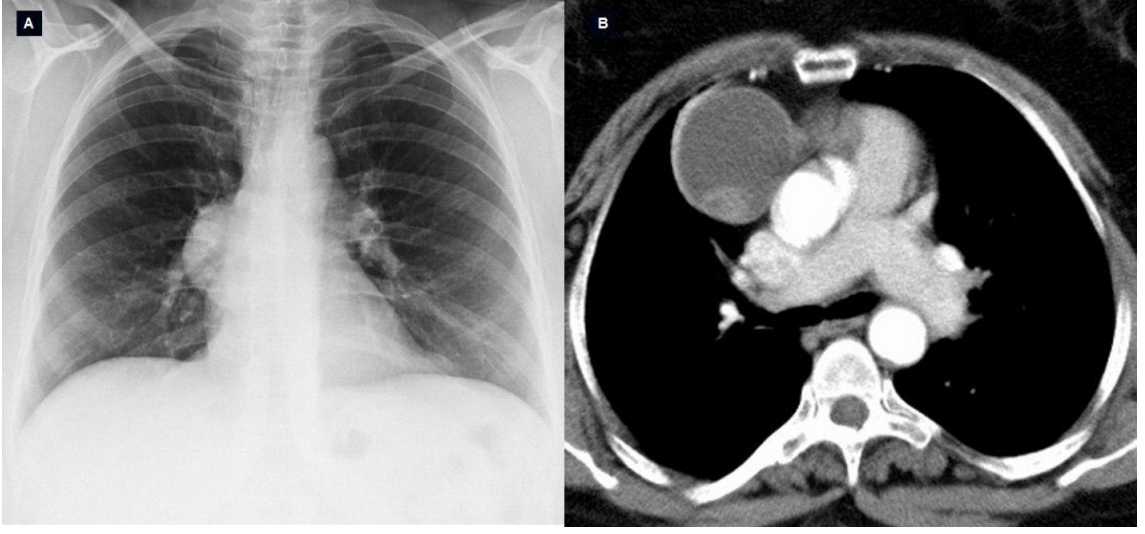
Bronkojenik kist tanılı 20 yaşında bir erkek olguda PA akciğer grafisinde sağ hilus üzerinde düzgün sınırlı opasite (A), toraks BT’de posterior mediastinal kistik lezyon (B), Axial plan MRG’da (C) ve koronal plan MRG’de (D) lezyonun kistik içeriği görülmektedir.
